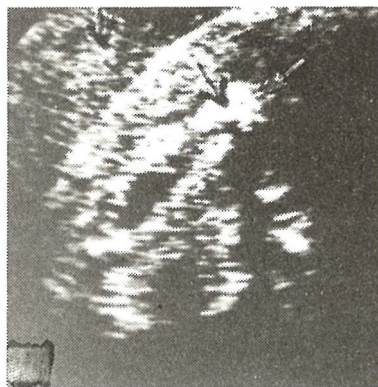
Pionefroza: sonogram pokazuje kolekciju tečnosti sa odjecima i konkreimentima, koji su maskirani purulentnim eksudatom u intrarenalnom pelvisu, a ekstrarenalno pelvis znatno dilatiran.
